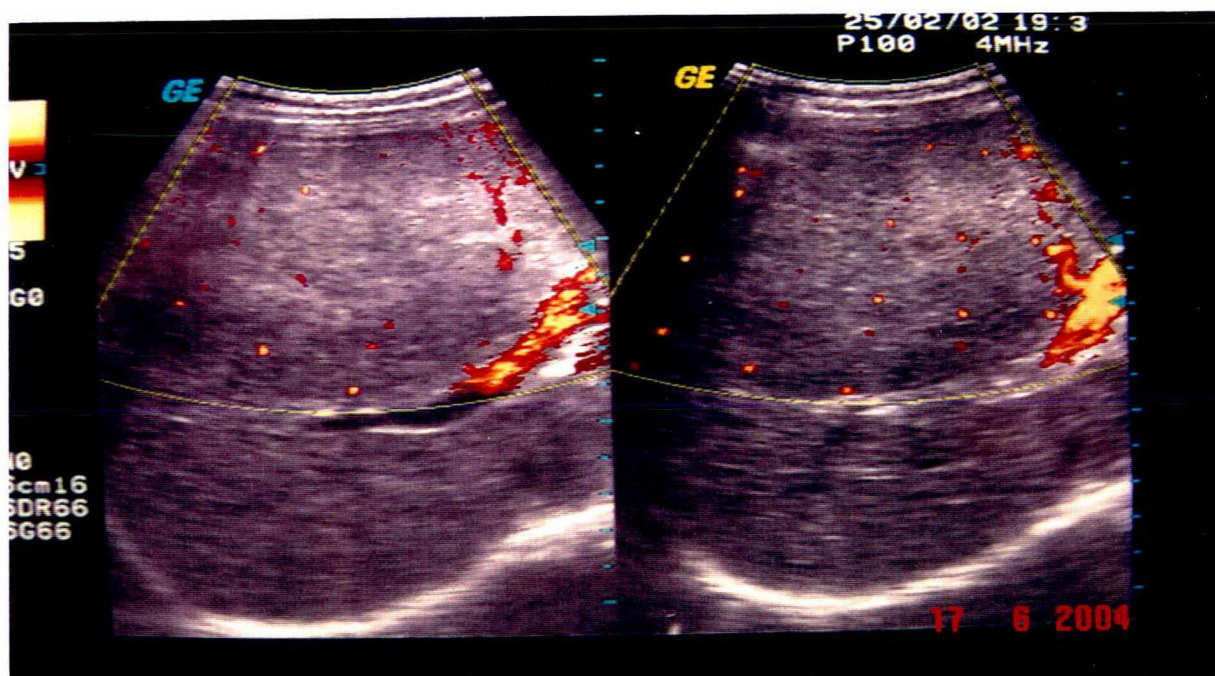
Imagem de USG com *power* Doppler sugestiva de HNF.
